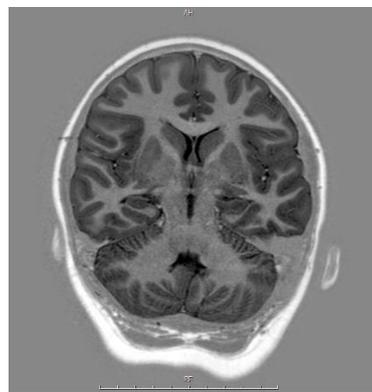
Hasil Pemeriksaan Sekuens Coronal FLAIR MRI Brain Non
